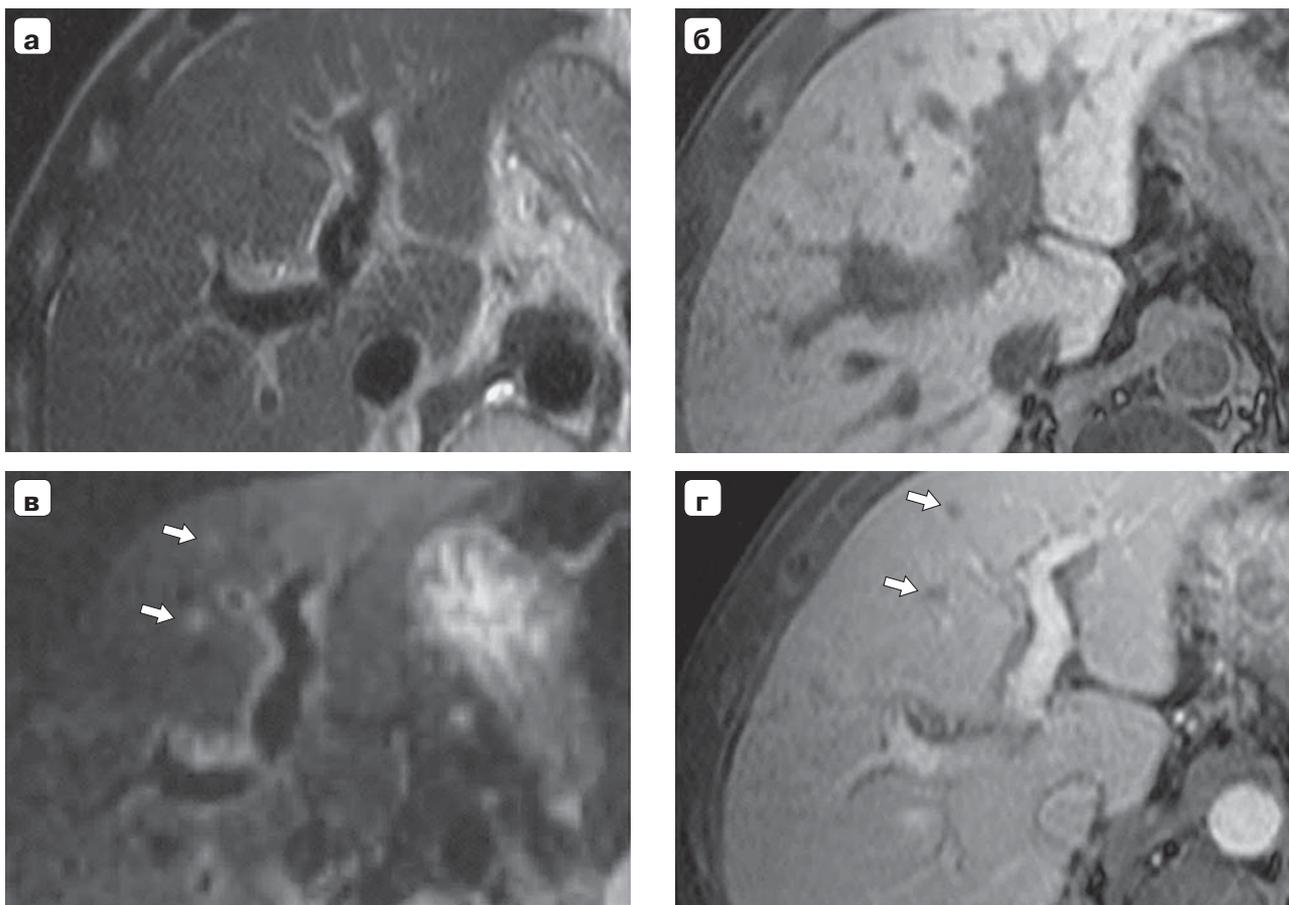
Магнитно-резонансная томограмма. Метастазы рака сигмовидной кишки в печень: а – Т2ВИ; б – Т1ВИ, патологических изменений не выявлено; в – диффузионно-взвешенные изображения, на границе III и IV сегментов два гиперинтенсивных очага (стрелки); г – динамическое контрастное усиление, метастазы подтверждены (стрелки).
